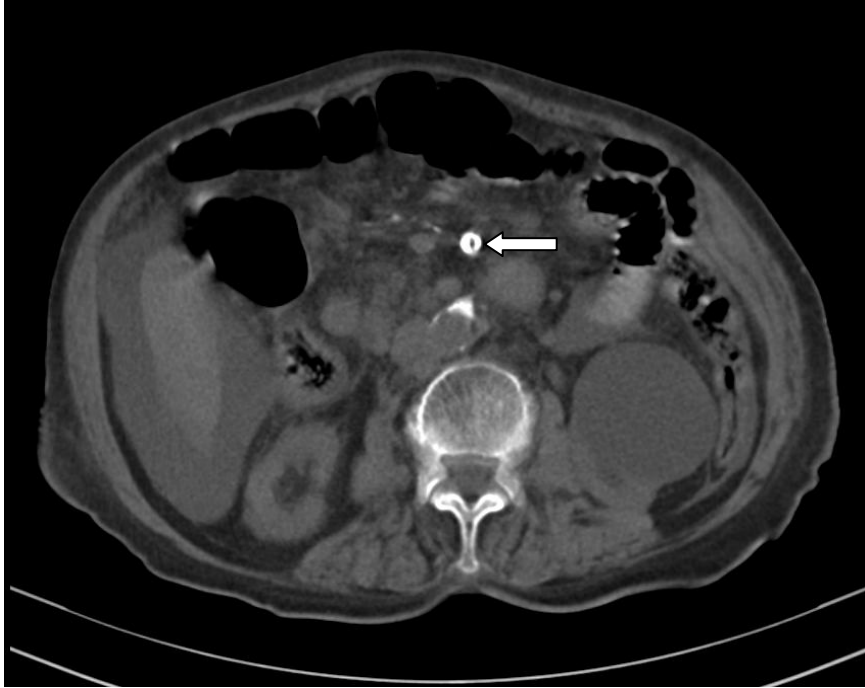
Aksiyel planda abdomen BT kesiti: SMA'da daralmaya yol açan mikst aterosklerotik plak (ok).
